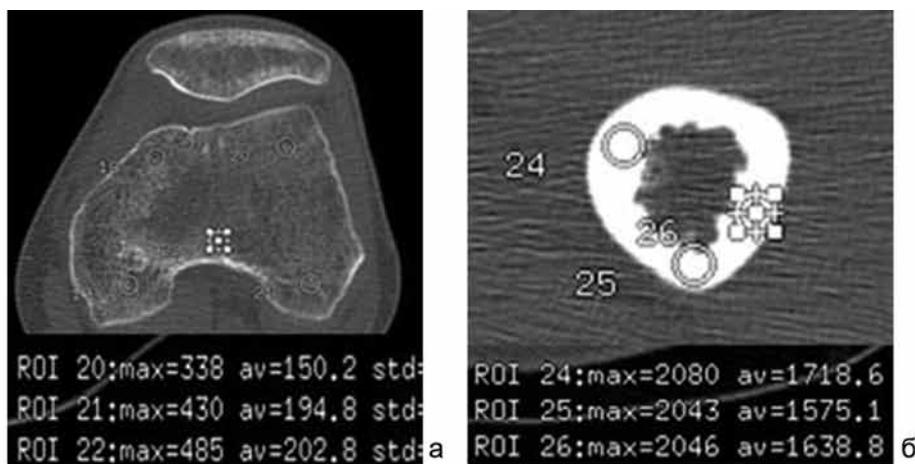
МСКТ дистального отдела бедренной кости больного Ч., 25 лет. Аксиальный срез (а, б); MPR (в, г, д); VRT (е)
